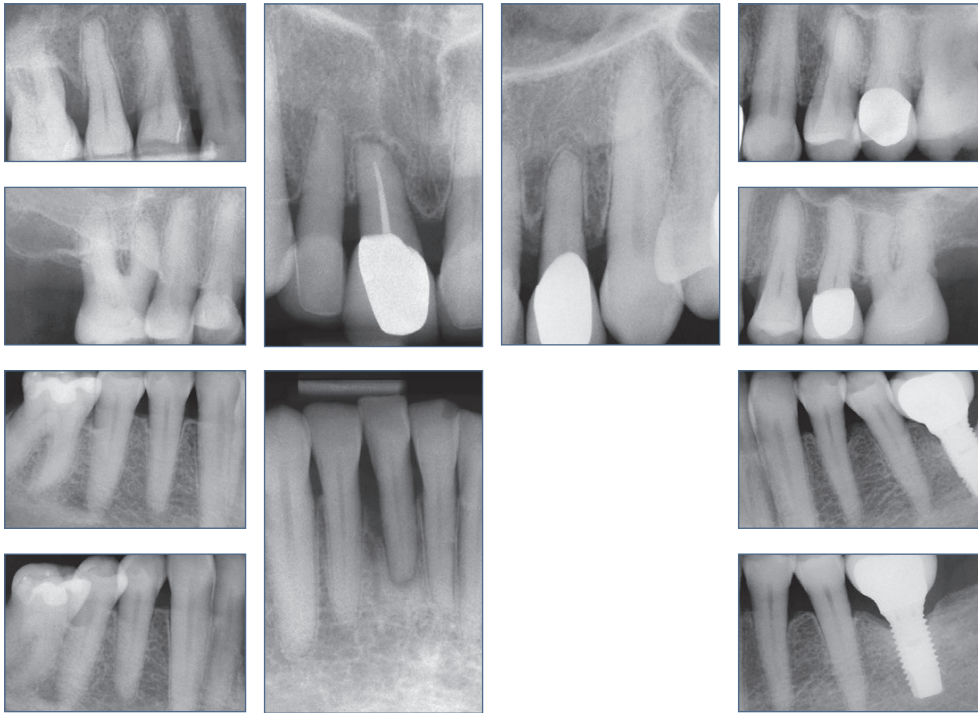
bis 40 Röntgenstatus: 7 Jahre Post-OP.
